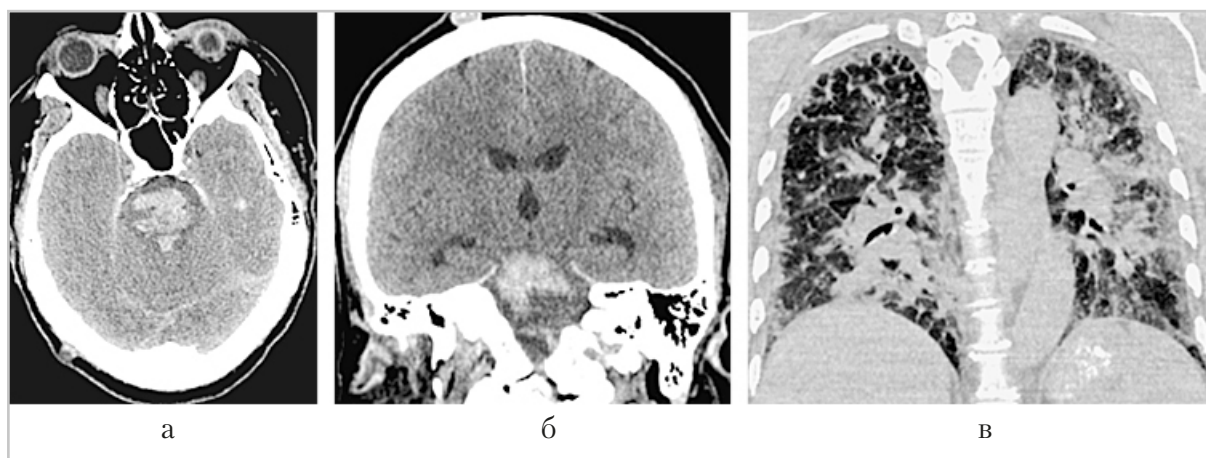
Компьютерные томограммы головного мозга и легких: аксиальная (а) и коронарная (б, в) проекции. Пациентка К., 52 года, ОНМК по геморрагическому типу в стволе мозга (бассейн ВБА), кома, ИВЛ. Двусторонняя вирусная пневмония, с высокой вероятностью вызванная вирусом SARS-CoV-2 (КТ-3). Больная переведена в отдельный «ковидный» бокс отделения реанимации
